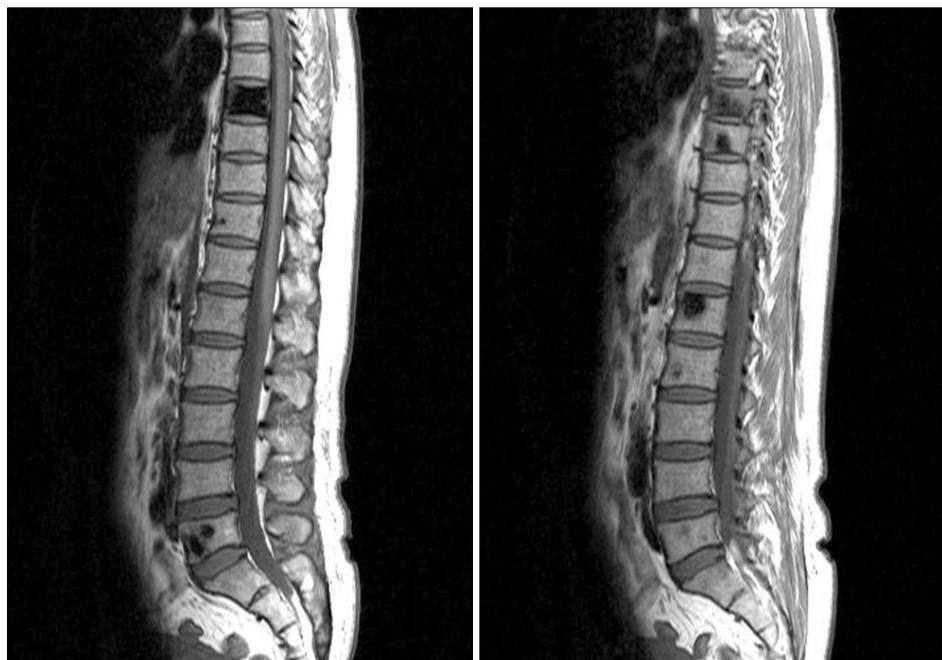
T1-weighted MR images show osteoblastic low signal intensity lesions in the bodies of T8-10, L1, L2 and L5 vertebrae.
